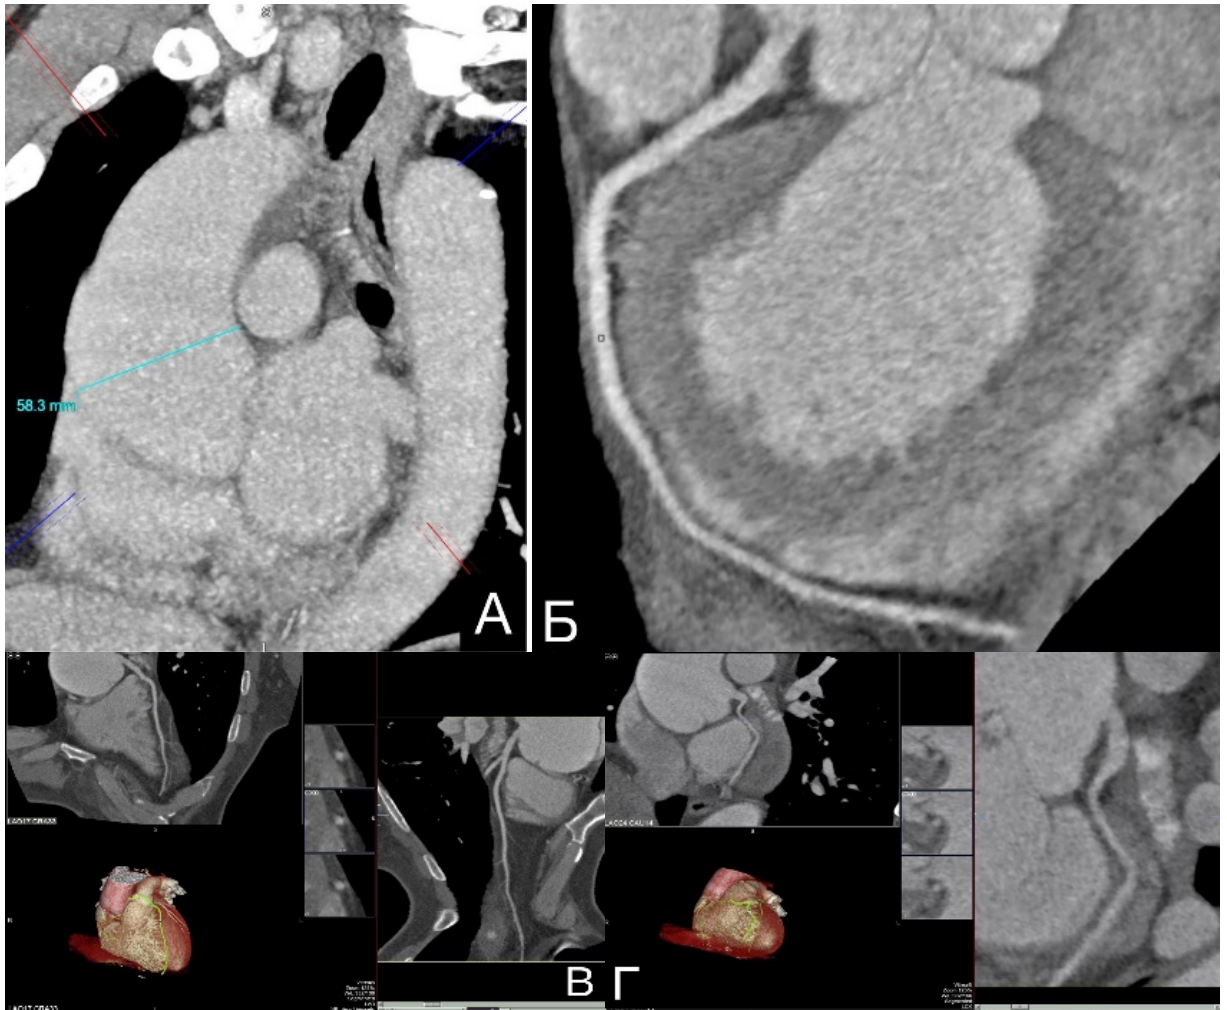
МСКТ-коронарография пациента С., 59 л., с аневризмой восходящей аорты. А – томограмма восходящей и грудной аорты в корональной проекции – диаметр восходящей аорты 58,3 мм. Б – правая коронарная артерия. В – передняя межжелудочковая артерия. Г – огибающая артерия. Гемодинамически значимых стенозов коронарных артерий не выявлено.
